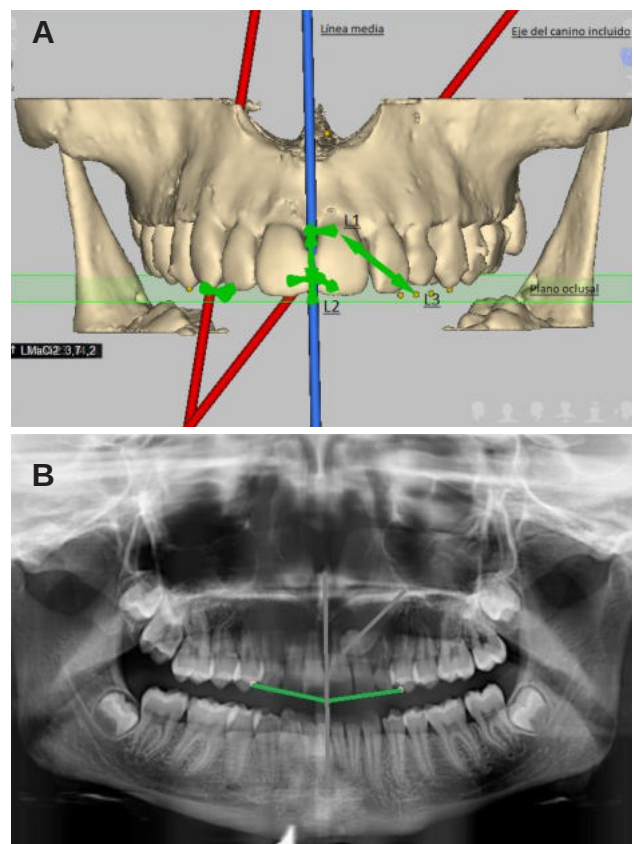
Medidas, ejes y planos en CBCT.
